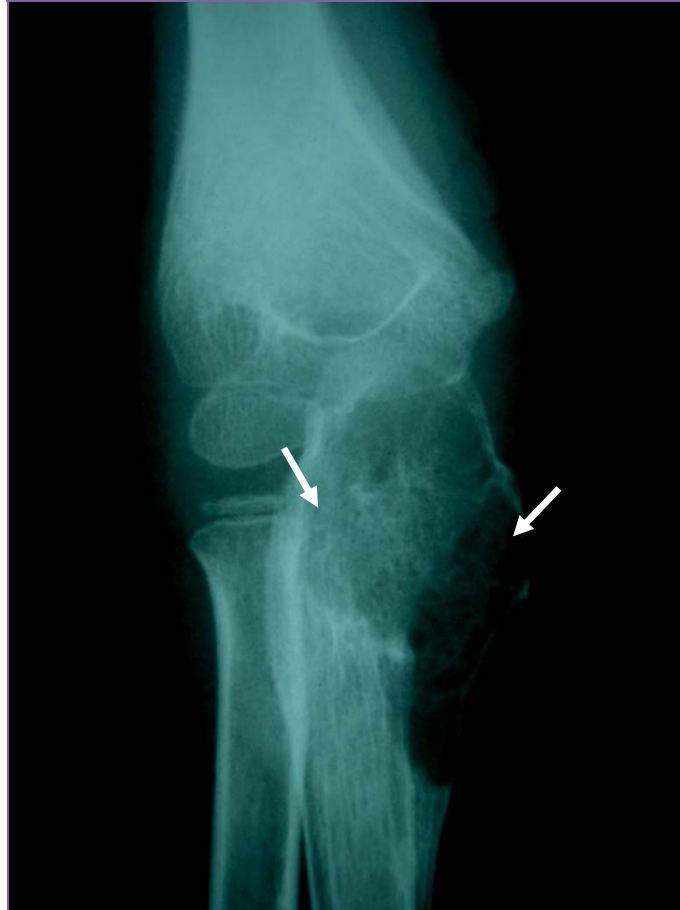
Radiographie du coude de face montrant la lyse osseuse de l'extrémité supérieure du cubitus droit (Observation N°6)
